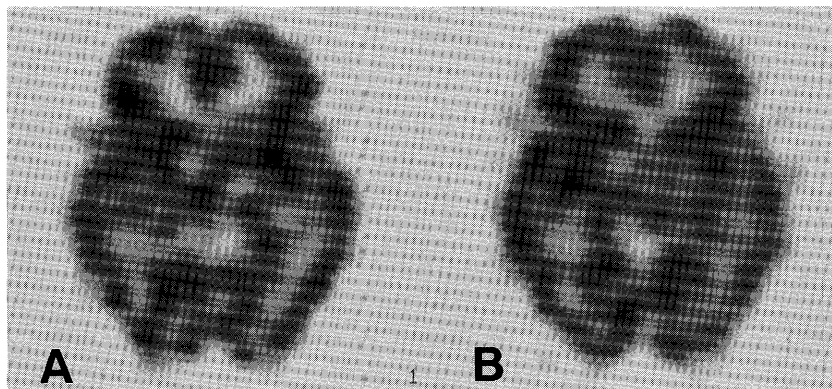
A normal volunteer on picture completion of Wechsler Adult Intelligence Scale. The first SPECT image post injection of 555MBq (15 mCi) of ^{99m}Tc -HMPAO(A) demonstrates relatively low RN accumulation in the right hemisphere. Conversely, the increased activity of the right hemisphere is observed on the second image following additional injection of 555MBq (15mCi) of ^{99m}Tc -HMPAO(B)
